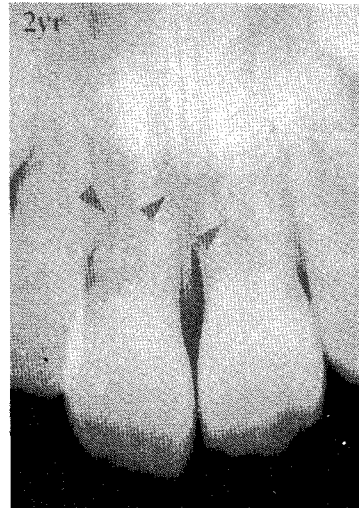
증례 3의 2년 경과된 치근단 방사선 사진
